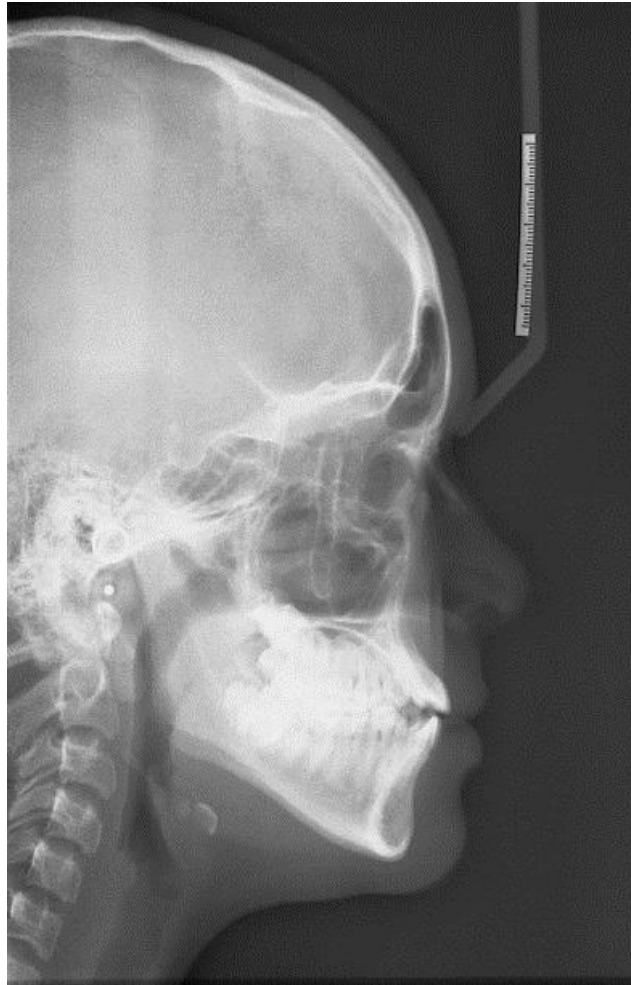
Telerradiografia em norma lateral ao início do tratamento.
